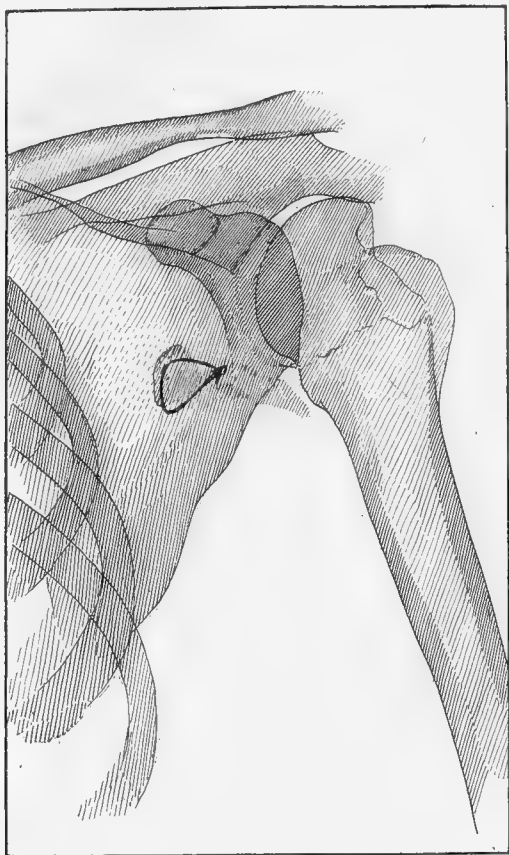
Observation I : radiographie un an après l'intervention.
